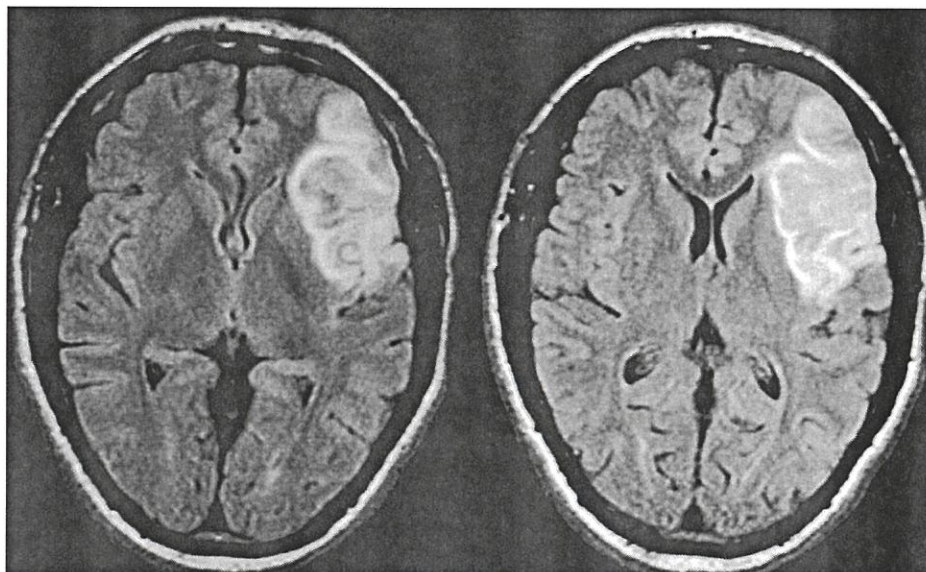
Очаг поражения нервной ткани в результате ишемического инсульта при МРТ-исследовании
